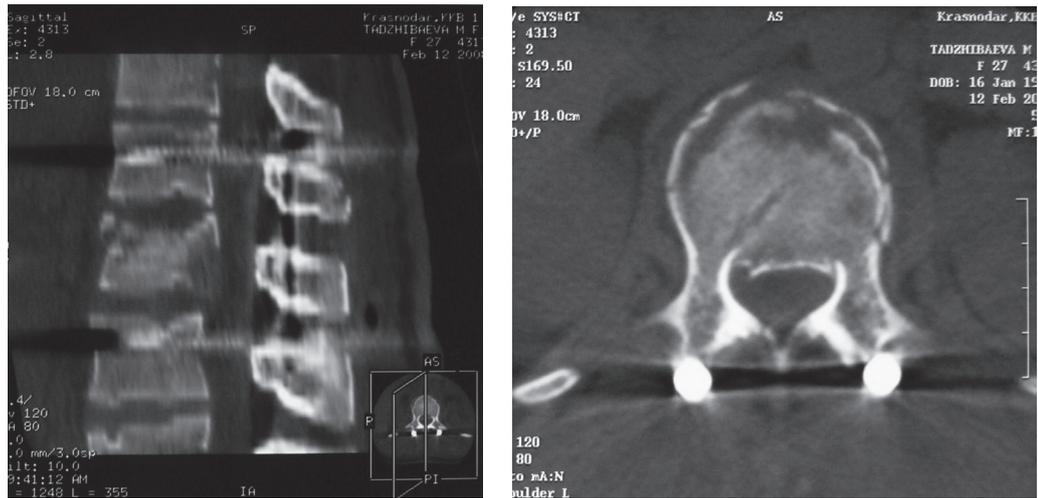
КТ больной Т., 45 лет после произведённой операции.
